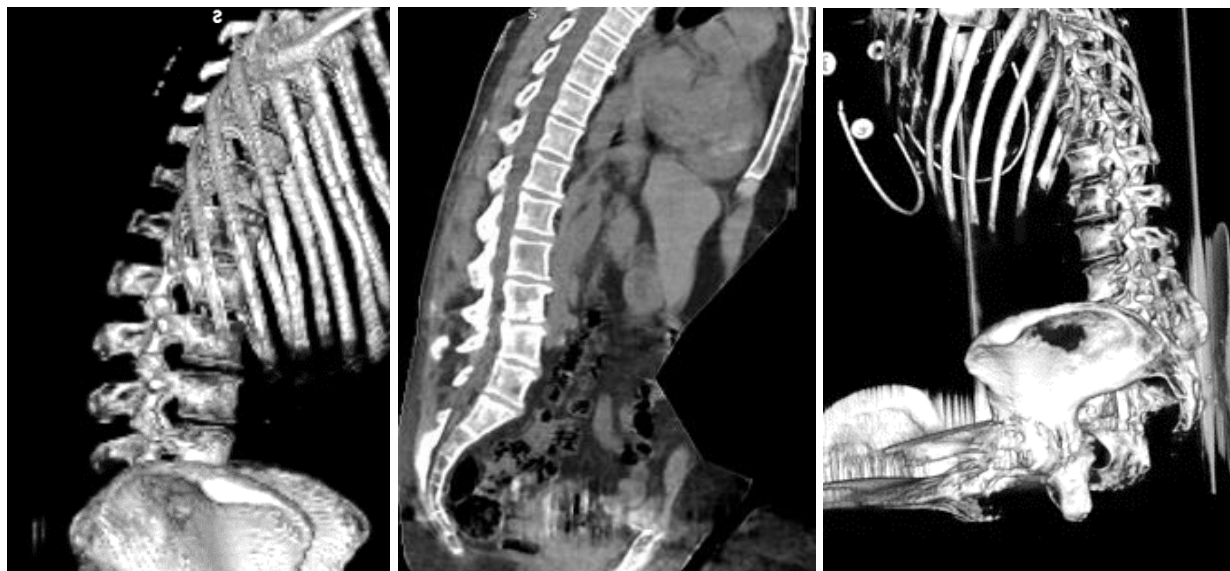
Пациент К., 50 лет. Функциональная МСКТ пояснично-крестцового отдела позвоночника
